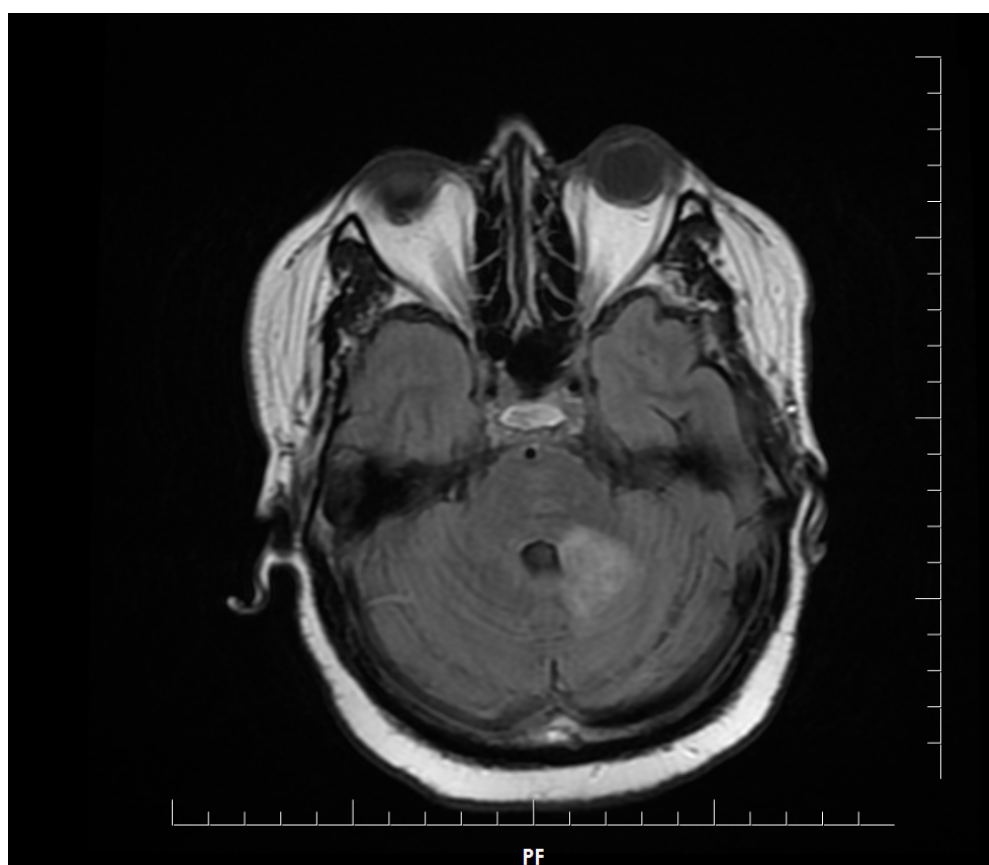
Ressonância magnética de crânio – Sequência FLAIR: evidencia-se lesão com hipersinal em pedúnculo cerebelar à esquerda
